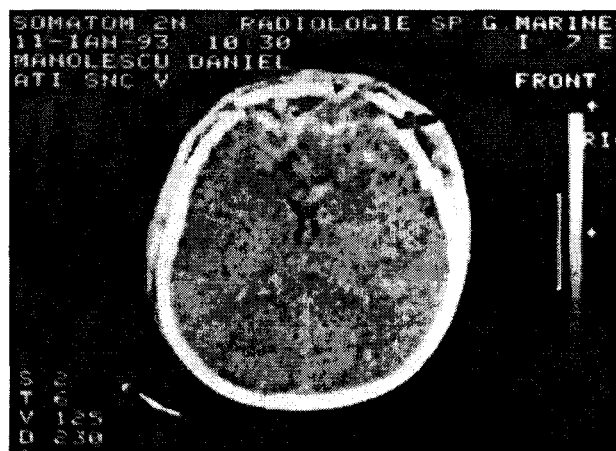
CT-scan: Plagă craniocerebrală bifrontală cu afectare a întregii arii a lobilor frontali
